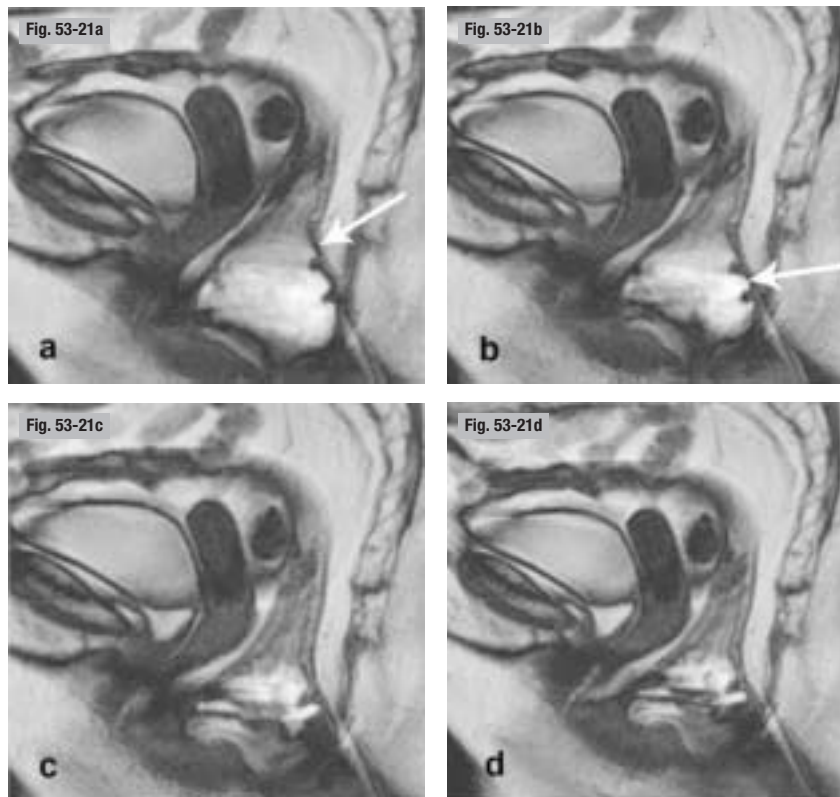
Intussusception. IRM pelvienne dynamique. a) Au repos. b) En début de poussée. c et d) Poussée avec évacuation. Individualisation d'une intussusception (flèches) conférant au rectum un aspect en « pile d'assiettes », à ne pas confondre avec les plis rectaux.
